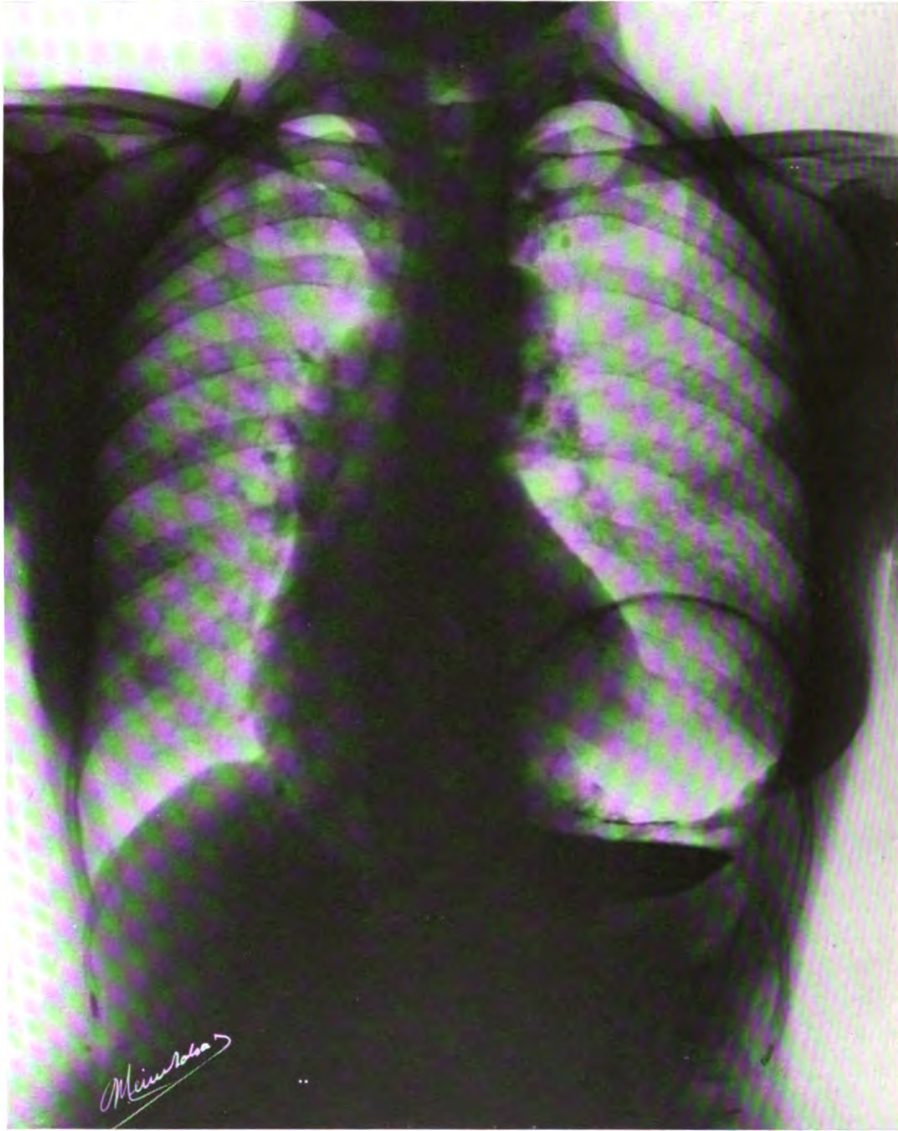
CAS III. — Téléradiographie du thorax, sujet debout, position frontale, respiration légère, diamètre thoracique antéro-postérieur 22 cm., épaisseur moyenne, distance anticathode film 1 m. 60, pose 0",11.
